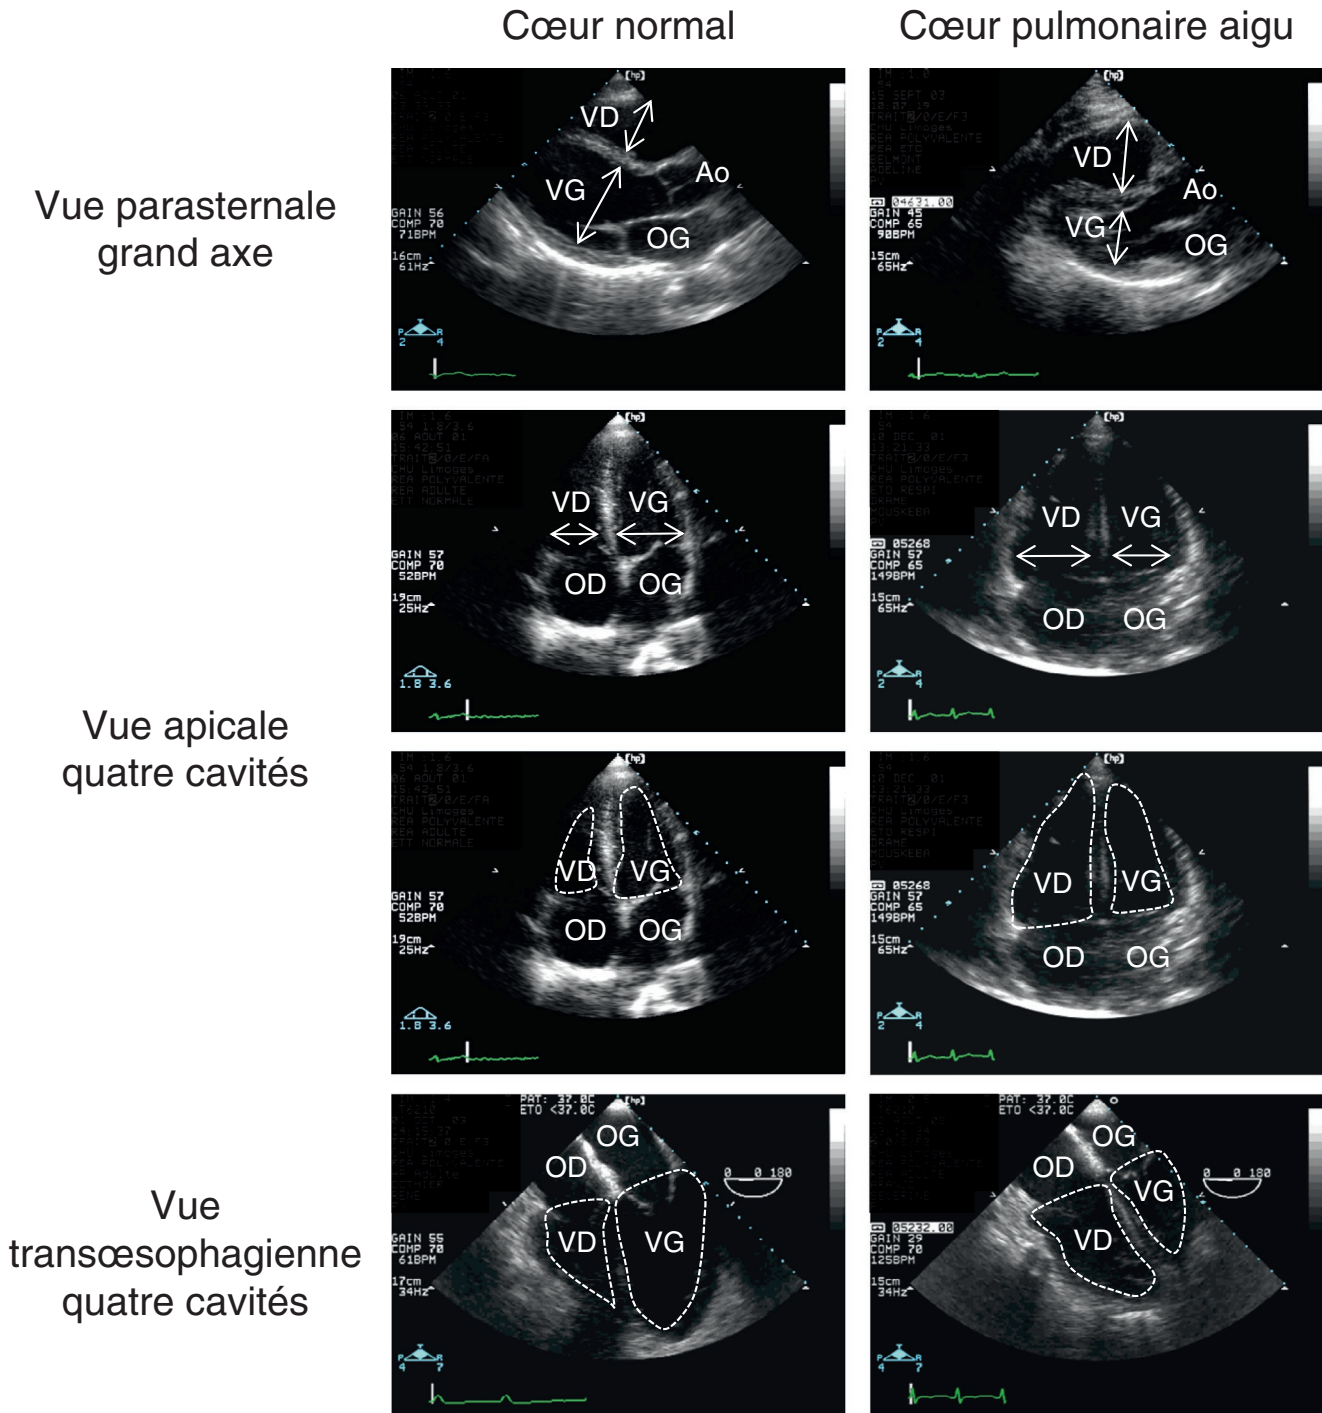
Diagnostic de dilatation du ventricule droit en échocardiographie. Il se fait dans une vue du grand axe du cœur. Le principe est de mesurer la dimension maximale de la cavité du ventricule droit et du ventricule gauche en télédiastole et d'en faire le rapport. La dimension (improprement nommée « diamètre ») antéropostérieure et septolatérale est mesurée en vue parasternale grand axe et en vue apicale quatre cavités, respectivement (doubles flèches). La surface cavitaire des ventricules est mesurée en vue des quatre cavités cardiaques à partir de la fenêtre apicale ou transœsophagienne basse (lignes en pointillé). Un rapport des dimensions télédiastoliques du ventricule droit et du ventricule gauche supérieur à 0,6 est en faveur d'une dilatation du ventricule droit. La dilatation est sévère si le rapport excède 1, ce qui est fréquent en présence d'un cœur pulmonaire aigu (voir texte).
